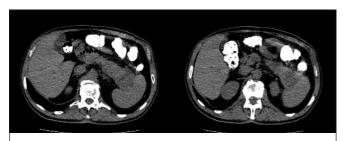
КТ. Аксиальная проекция
